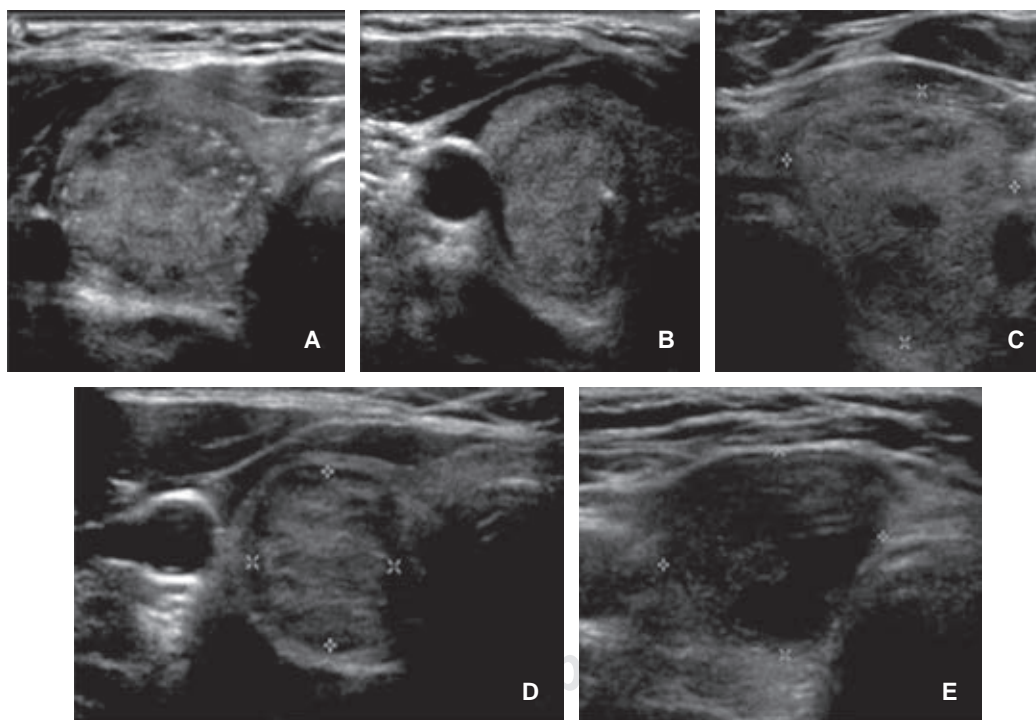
Nódulos con hallazgos ultrasonográficos sugestivos de malignidad y recomendación de BAAF por TI-RADS-ACR. A, B) TI-RADS 5, con resultado histopatológico de carcinoma papilar. C) TI-RADS 5 resultado histopatológico de carcinoma folicular. D, E) Hallazgo histopatológico de benignidad. D) Nódulo sólido, hipoecoico, más alto que ancho (característica que le da mayor puntaje), margen suave, sin calcificaciones, TI-RADS 5, con hallazgo histopatológico de adenoma folicular. E) Nódulo de componente mixto, marcadamente hipoecoico, más ancho que alto, de margen suave TI-RADS 5, con hallazgo histopatológico de nódulos coloide.
